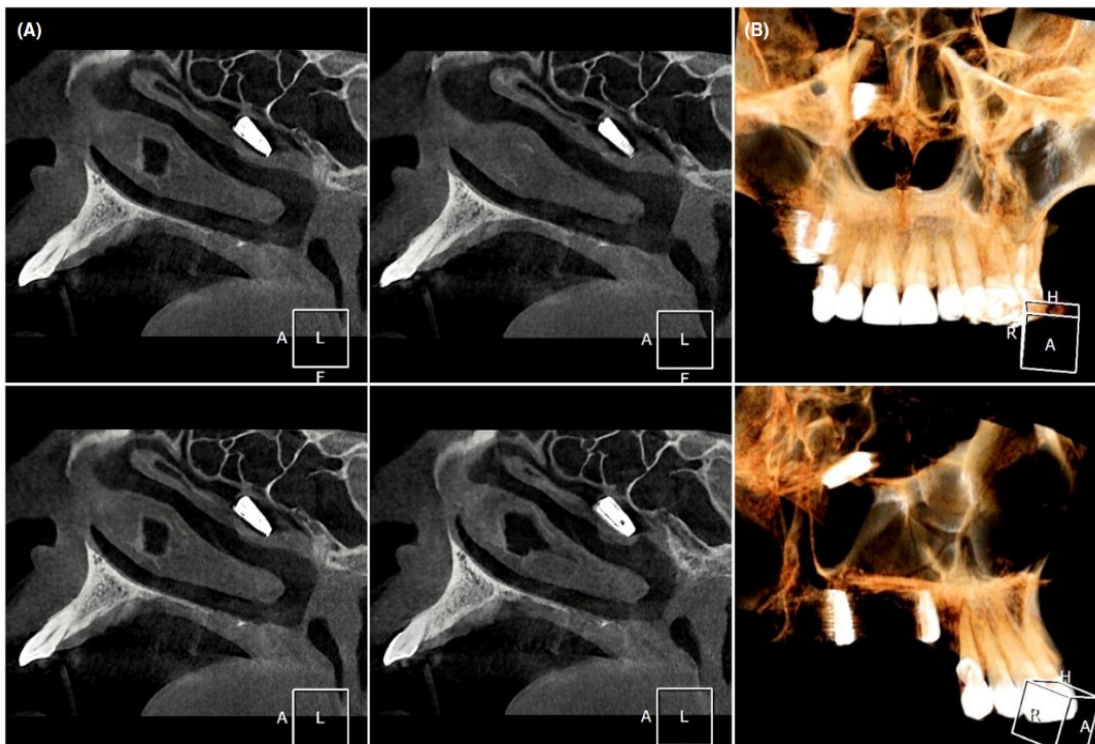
(A) Coupes des fosses nasales dans un plan parasagittal des fosses nasales mettant en évidence la position de l'implant ; (B) Reconstitutions en 3D du CBCT mettant en évidence la position de l'implant [21].
